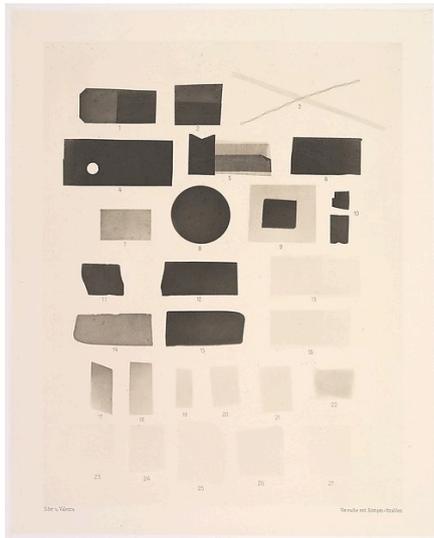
Josef Maria Eder und Eduard Valenta, *Tabelle der Durchlässigkeit von verschiedenen Substanzen gegen Röntgenstrahlen*, 1896, Heliogravüre nach Röntgenaufnahme, 23,2 x 17,7 cm
